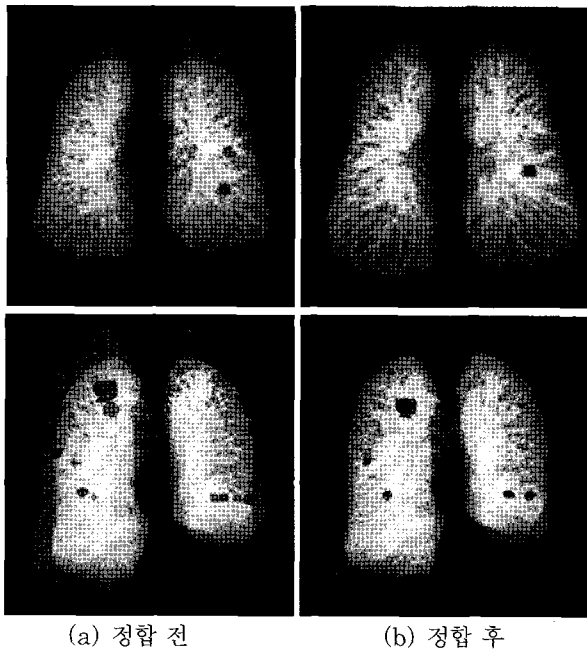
시간차를 두고 촬영한 복부 CT 영상에서 폐종양 변위분석을 위한 표면기반 강체정합 적용예[11]
